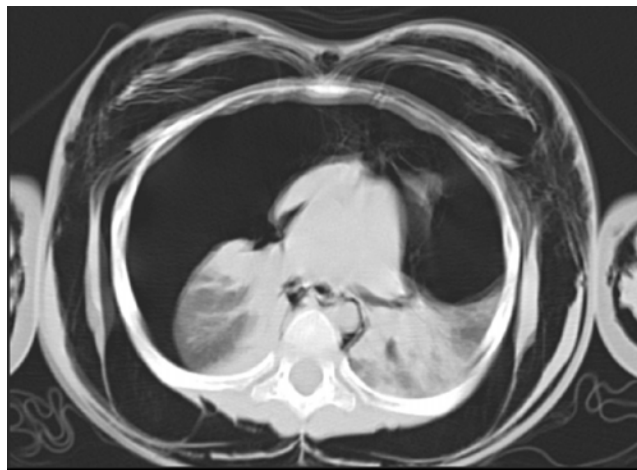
• Tomografia Computorizada do tórax que demonstra enfisema tecidual, pneumomediastino e volumoso pneumotórax bilateral com colapso dos campos pulmonares.
